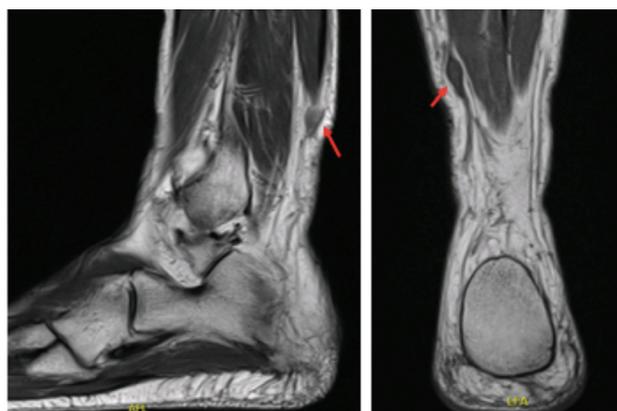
A ressonância magnética (RM) revelou hipointensidade no T1.
